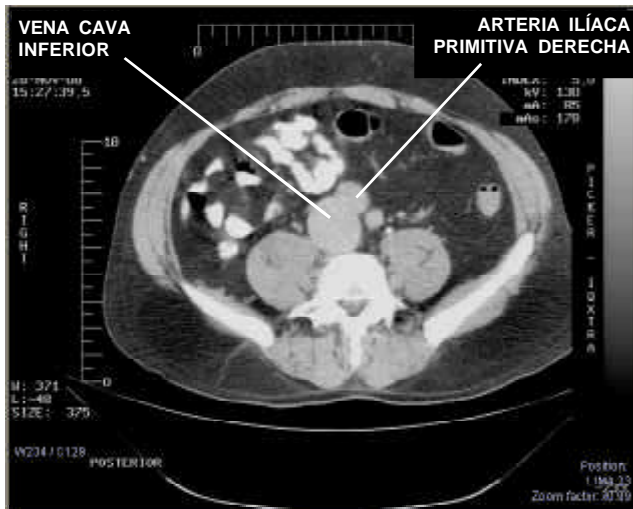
TAC mostrando el diámetro aumentado de la vena cava inferior
